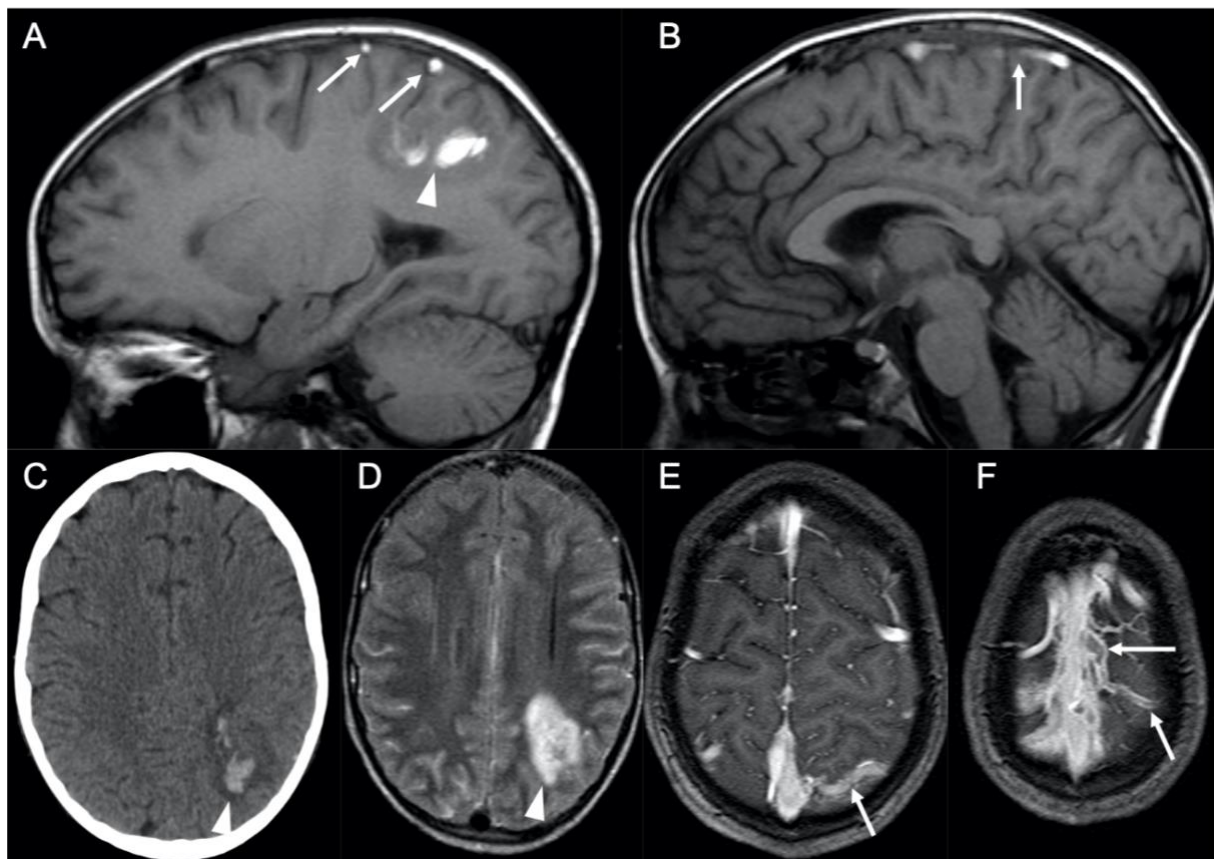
Cas 40 : Enfant de 12 ans : crise convulsive au cours de la phase d'induction avec asparaginase d'un lymphome lymphoblastique T médiastinal. L'IRM cérébrale montre sur la séquence T1 (A et B) un hypersignal de 2 veines corticales pariétales gauches et de la partie moyenne du sinus longitudinal supérieur (flèches). Sur la séquence T1 après injection (E et F), ces structures veineuses présentent un défaut de rehaussement. Au niveau du parenchyme cérébral pariétal gauche, on retrouve une lésion hyperdense (pointes de flèche) sur le scanner sans injection (C). À l'IRM, cette lésion est en hypersignal hétérogène sur les séquences T1 et FLAIR (D). Ces anomalies sont en lien avec une thrombose veineuse des veines corticales pariétales gauches et du sinus longitudinal supérieur, compliquée d'un infarctus veineux œdémato-hémorragique dans le territoire parenchymateux drainé.
